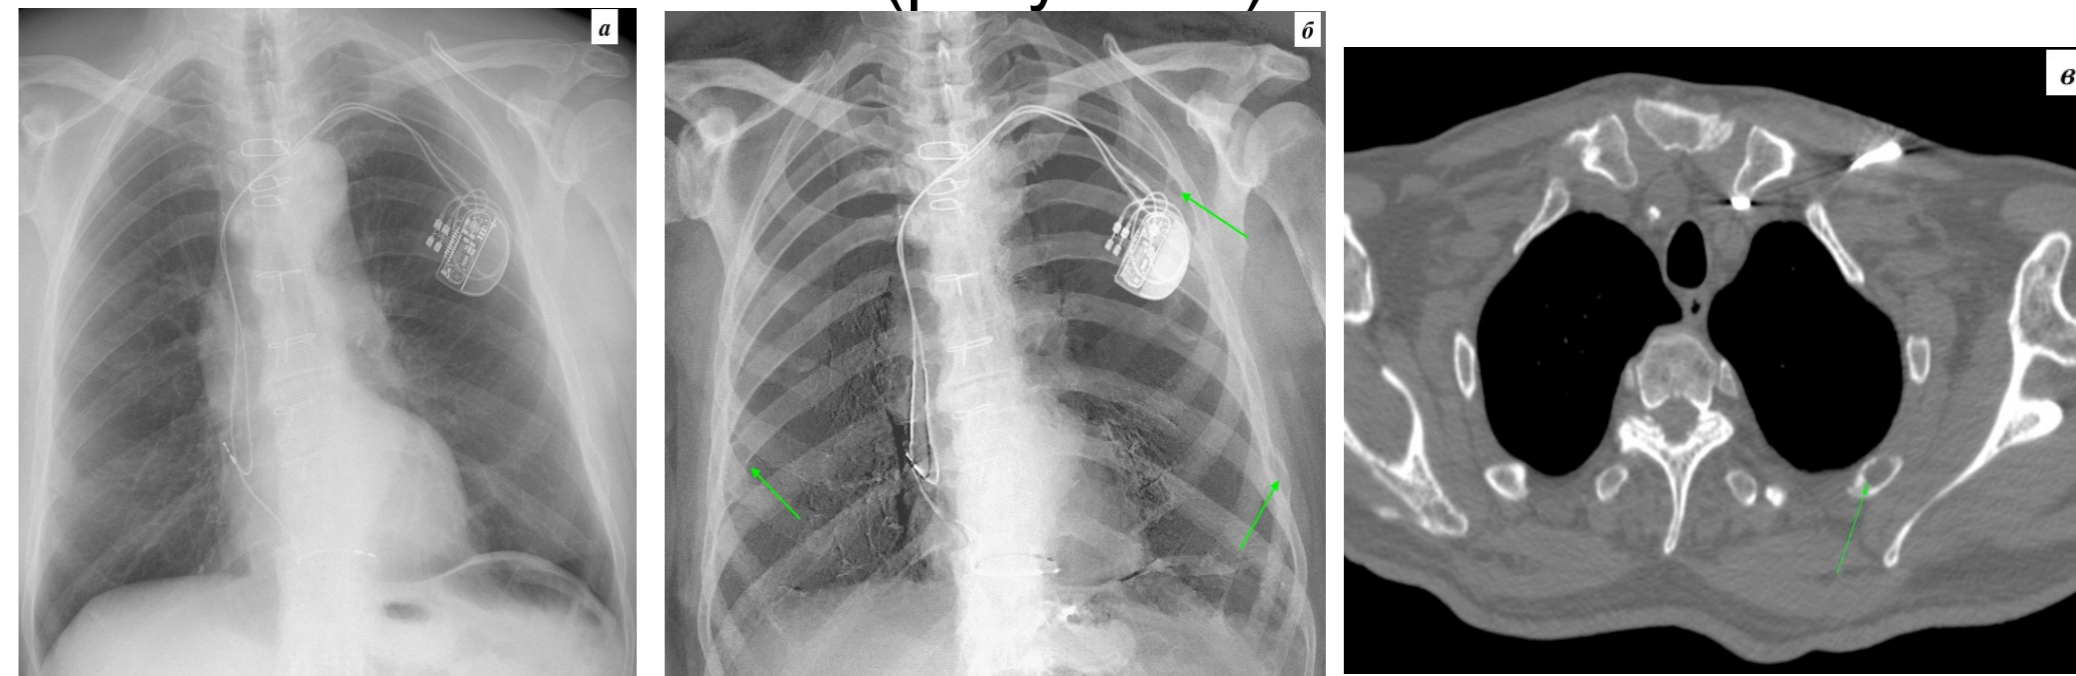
Множественные очаги деструкции в ребрах (стрелки) у пациента с множественной миеломой. а- стандартная рентгенограмма, б- мягкотканая реконструкция (ДЭР), в- МСКТ.
